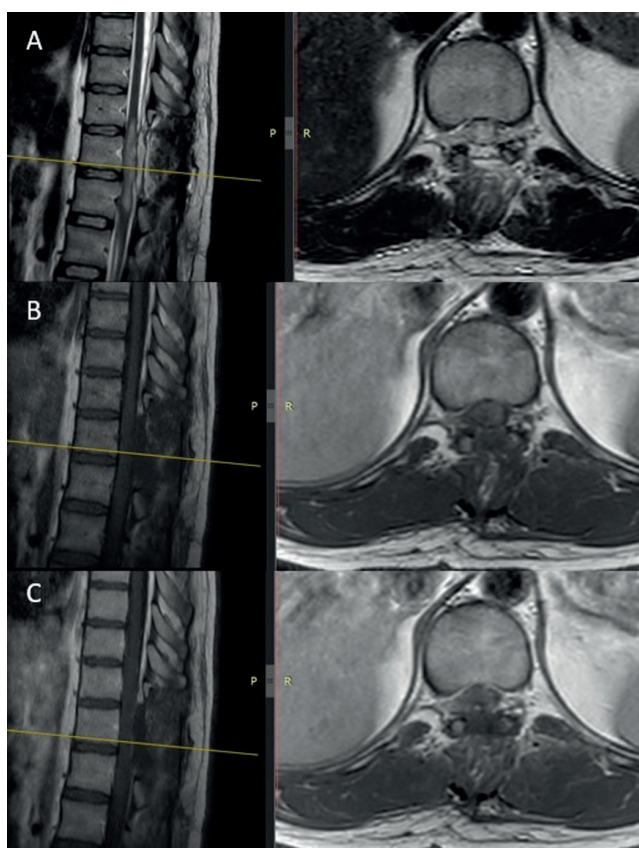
Postoperative spinal MRI demonstrating surgical changes and absence of residual tumor
